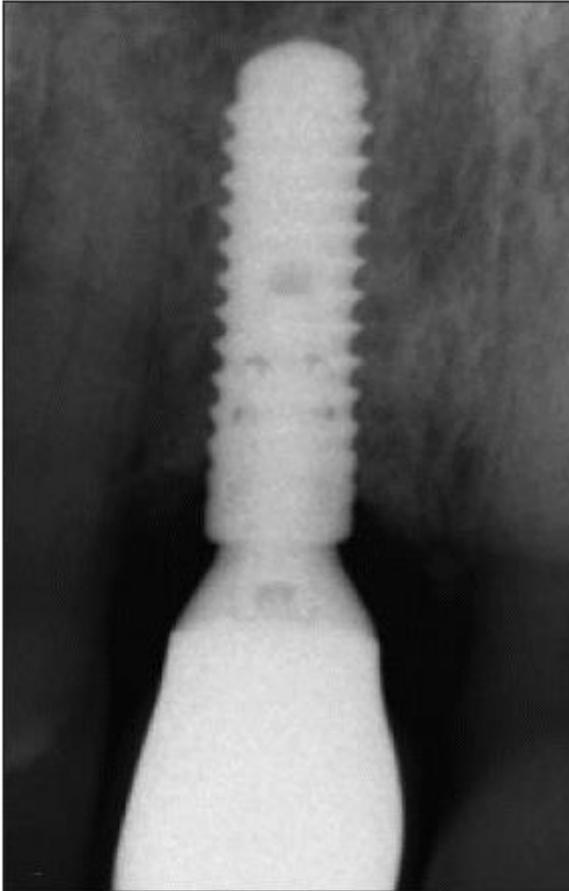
Radiographie illustrant une connexion de type platform switching (diamètre du pilier implantaire inférieur à celui du col de l'implant) ⁽³⁷⁾
